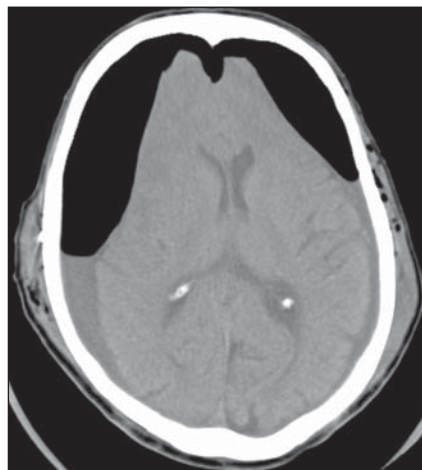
Imagem de TC no plano axial de um paciente de 63 anos com história de trauma cranioencefálico pós-drenagem de hematomas subdurais bilaterais. Observam-se pneumoencéfalos subdurais frontais bilaterais, com compressão sobre os lobos frontais. Tal aspecto de imagem é conhecido como o sinal do Monte Fuji, em alusão à montanha japonesa.
